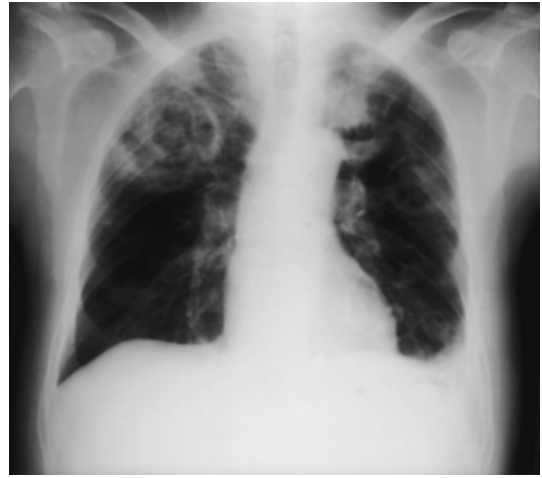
Chest X-ray film on day 15 of hospitalization (January 29, 1999) showing slightly resolved bilateral consolidations with large cavities.
